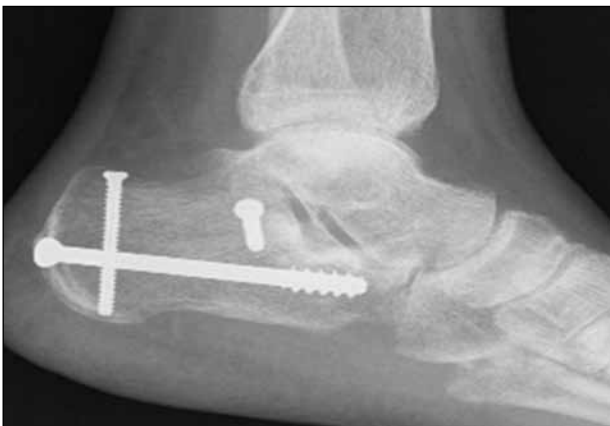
Radiografía posoperatoria donde se evidencia la restauración angular, la altura y la longitud del calcáneo. Se observa el tornillo introducido desde el margen superior de la tuberosidad posterior para reducir la fractura de tipo lengua.
